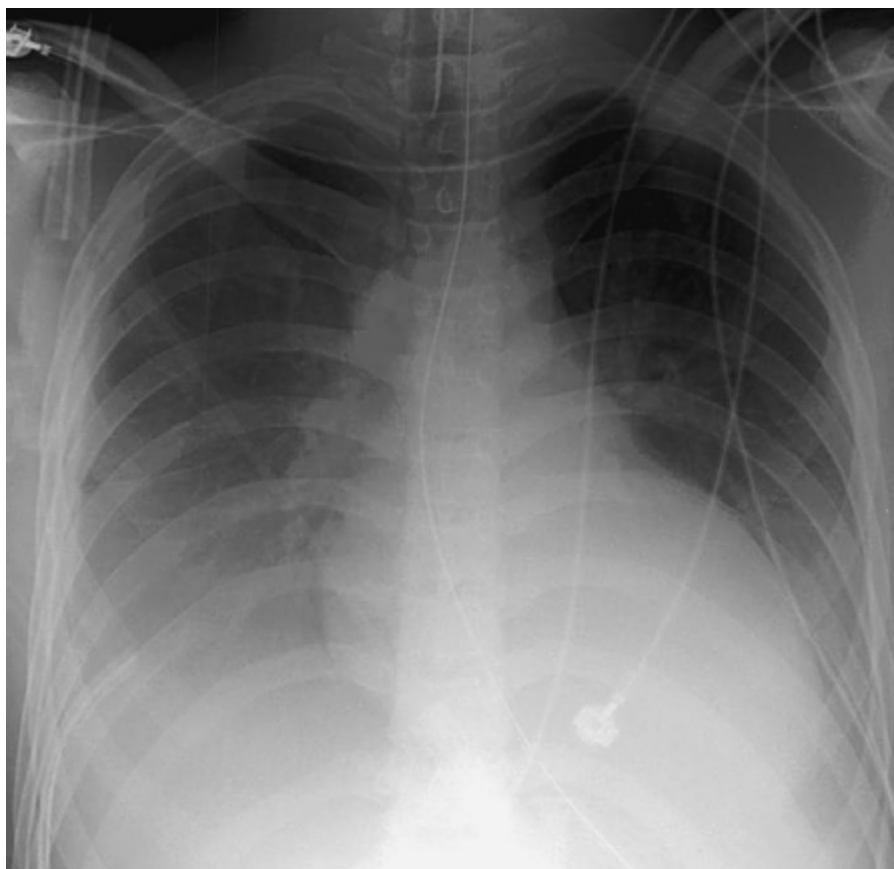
Na radiografia, é possível observar o posicionamento de ar na região basal entre o pulmão e o diafragma. A imagem da tomografia evidencia o pneumotórax anteriorizado.
